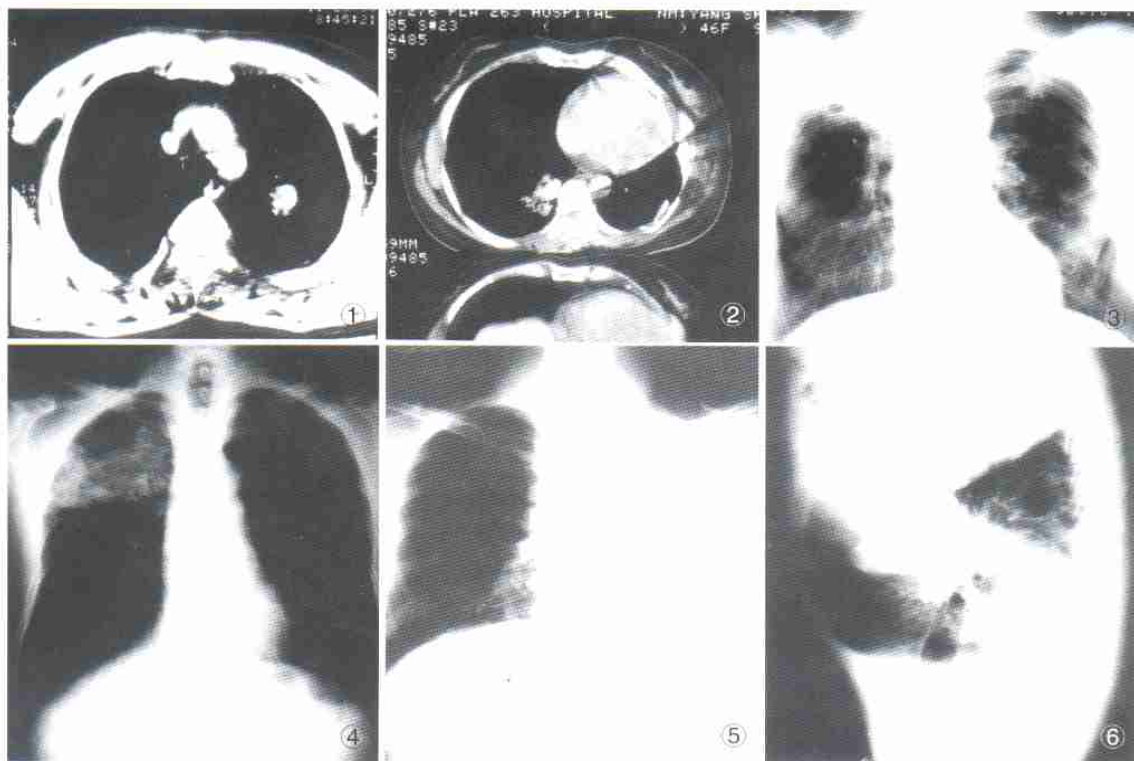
胸部CT显示,病例灶位于左上叶尖后段,球形病灶,边界清楚,密度较高,不均匀,灶内近心缘处有溶解。图2 胸部CT显示,病灶位于右下叶后基底段,不规则球形影,边界清晰,病灶中心有钙化,病灶后下方有子灶与之相连,内有空洞。图3 后前位胸片,病灶位于右上叶尖段,呈大片状密度不均匀阴影,边界模糊,气管略向右侧偏移。左上叶尖段陈旧性结核灶。图4 后前位胸片,病灶位于右上叶后段,呈密度不均匀大片阴影,内有多处溶解,近胸膜处密度较高。图5 后前位胸片,左侧呈毁损肺改变,气管、纵隔向左侧偏移。图6 右侧位片,水平裂及斜裂,下斜裂的基底段呈积液改变。
